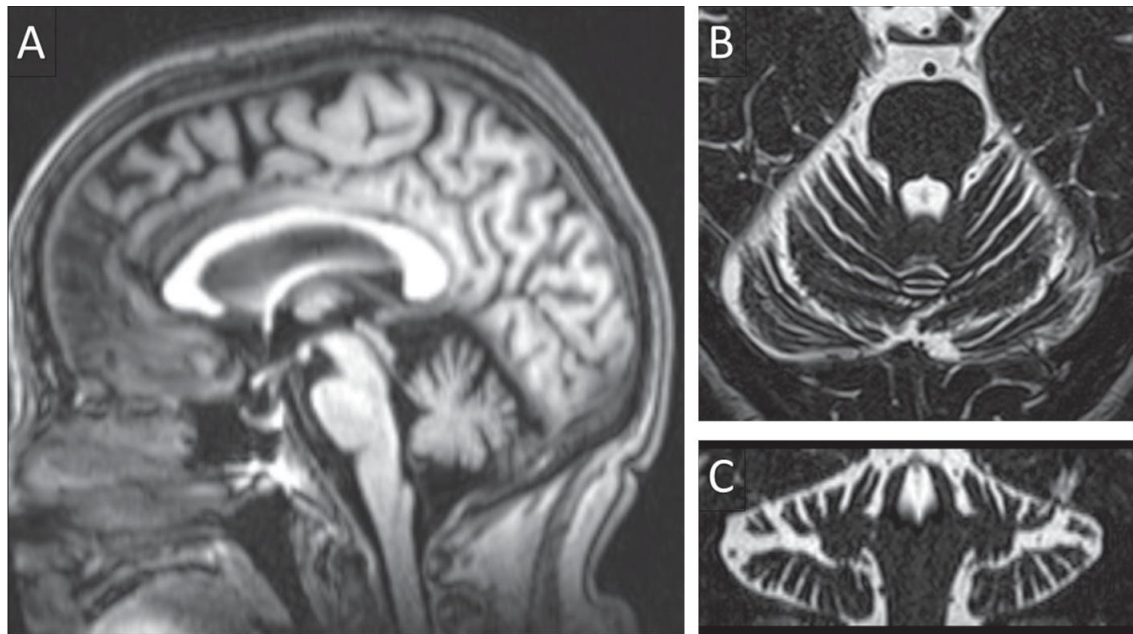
Imágenes de resonancia magnética cerebral T1 sagital (A), y secuencias T2 CISS axial (B) y reconstrucción coronal (C) sobre la fosa posterior, que demuestra prominencia de los surcos con adelgazamiento de las folias en el vermis y ambos hemisferios cerebelosos. El tallo cerebral y el parénquima cerebral supratentorial no muestran hallazgos significativos.
